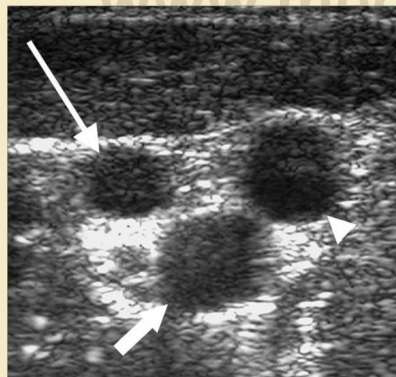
Ecografía anormal que indica oclusión de la vena yugular. En la parte más craneal de la imagen se ven la vena yugular (*cabeza de flecha*) y una vena colateral (*flecha larga*) anteriores a la arteria carótida común (*flecha corta*).
